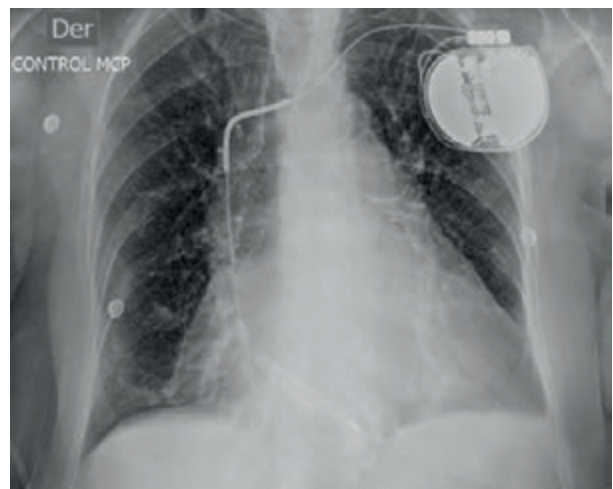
Radiografía de tórax. Normoposición de catéter.
